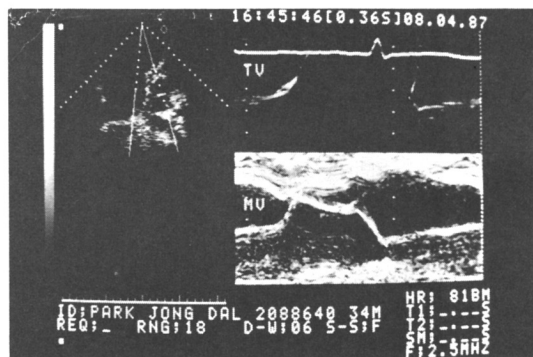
M-mode echocardiographic findings showing delayed closure of tricuspid valve by 130 msec.
